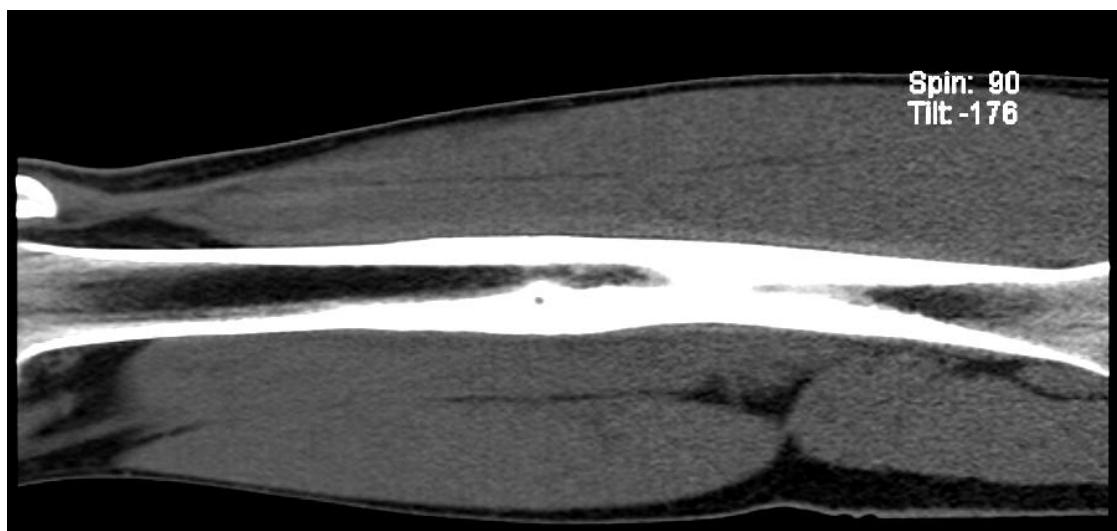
Tomografia computadorizada da diáfise do fêmur esquerdo, evidenciando lesão hipodensa, compatível com osteoma osteóide
